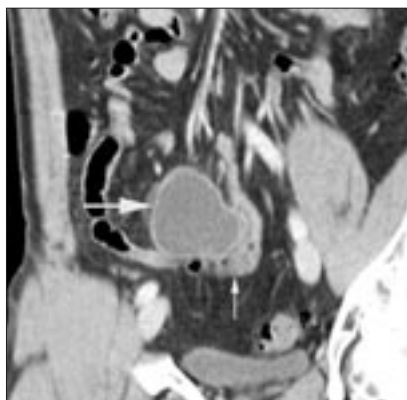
Мультидетекторная компьютерная томография, кософронтальная реконструкция. Дивертикул Меккеля определяется как полостное мешковидное образование, заполненное жидкостью (толстая стрелка), исходящее из подвздошной кишки (тонкая стрелка)
